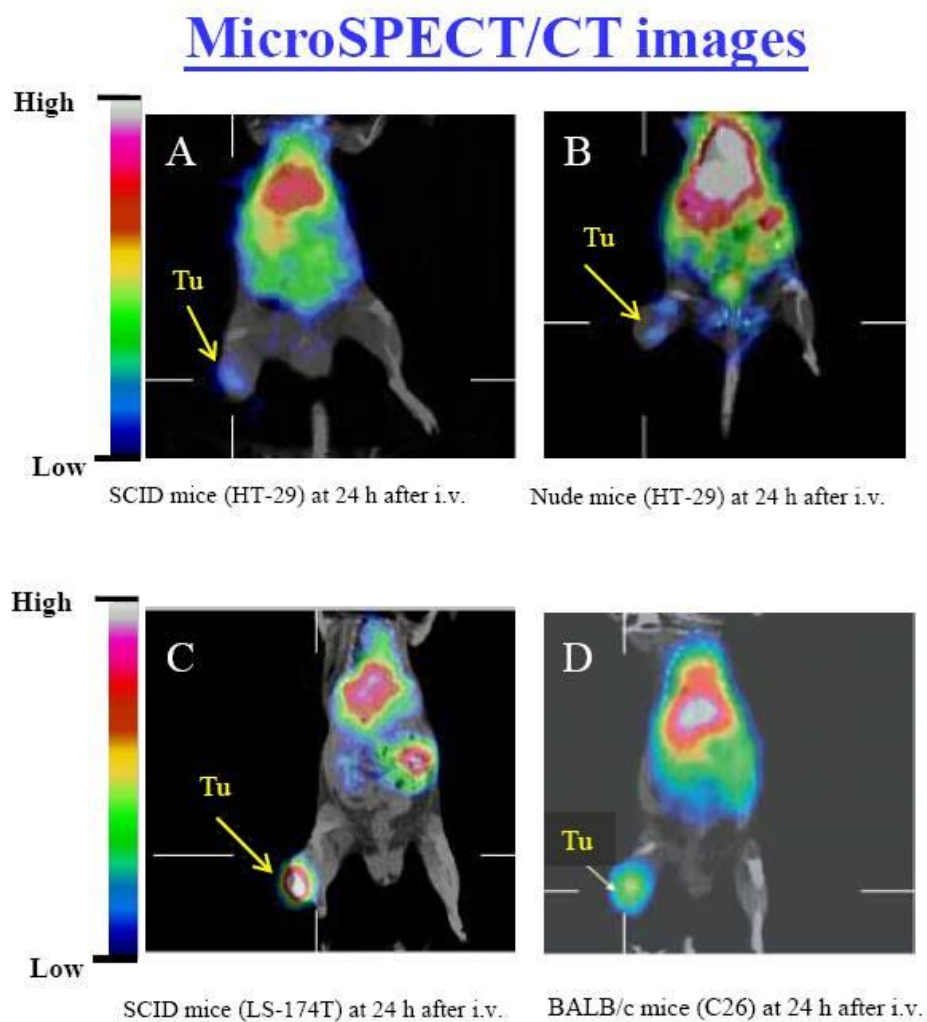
Re-188-liposome 以不同腫瘤模式進行 microSPECT/CT 造影，發現 Re-188-liposome 在 C26 及 LS-174 大腸癌腫瘤有較好的藥物吸收。
